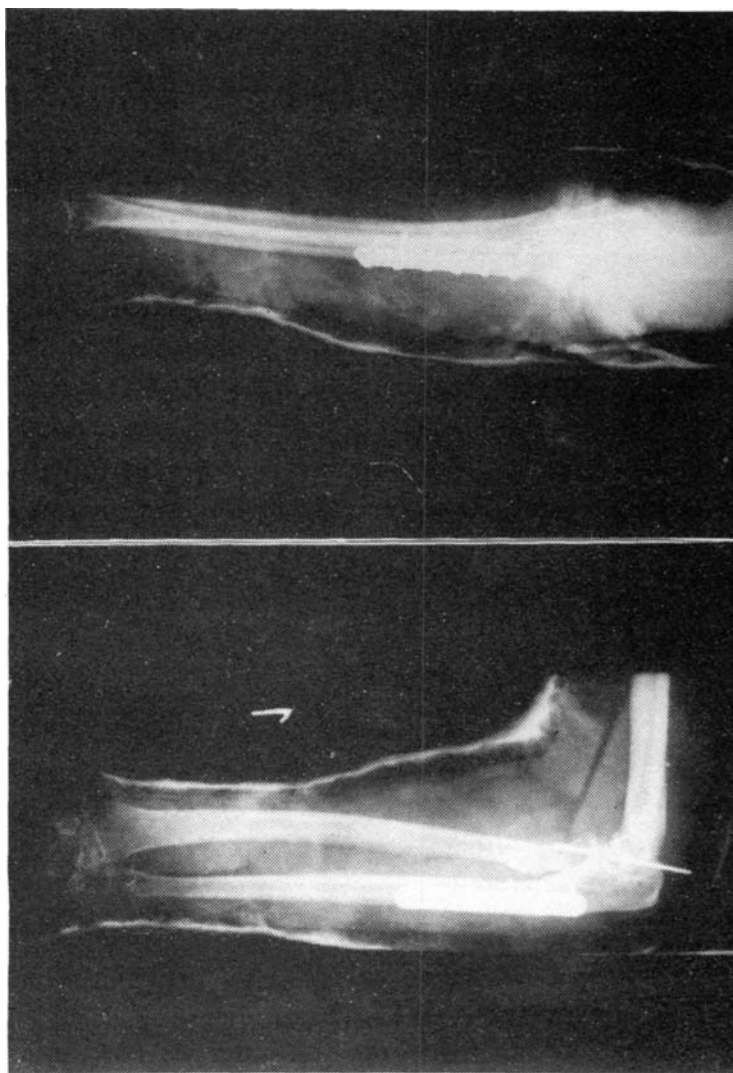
Caso núm. 18. A. Radiografía postoperatoria. Proyección anteroposterior. B. Radiografía postoperatoria. Proyección lateral.
